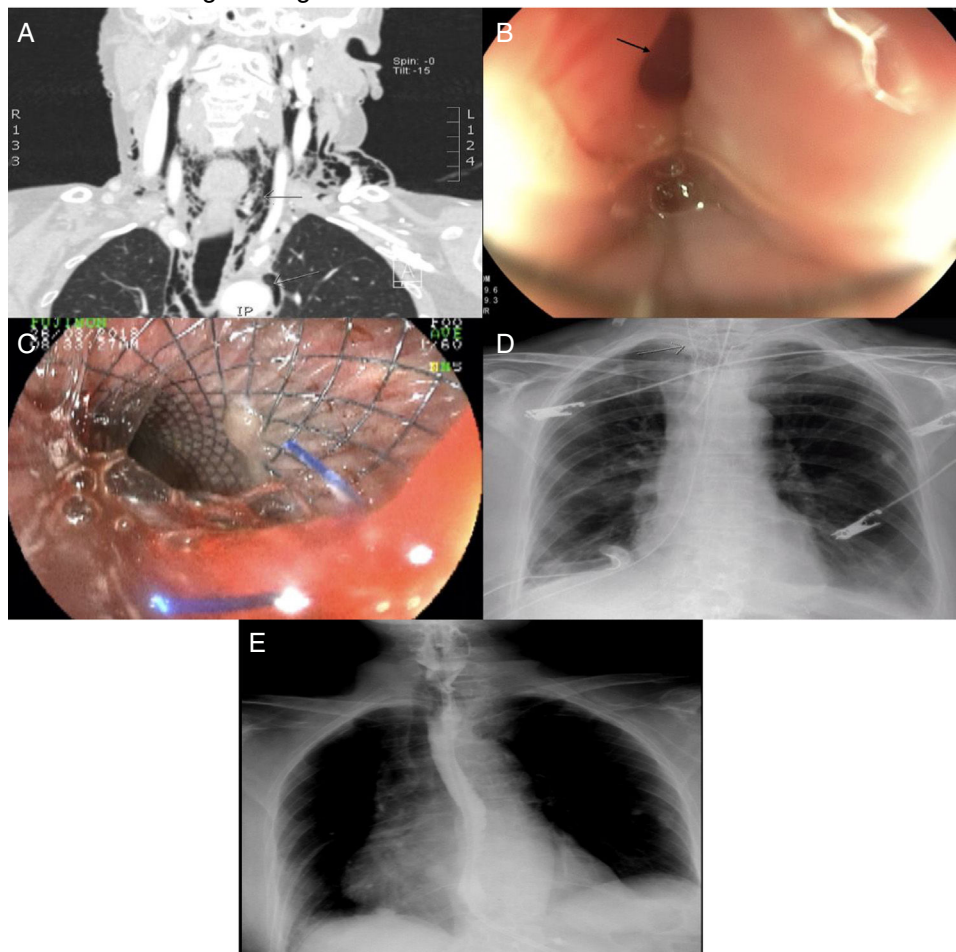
A) TAC de cuello contrastado: flechas grises donde hay evidencia de enfisema subcutáneo y neumomediastino. B) Flecha negra donde se evidencia endoscópica de orificio en región faringoesofágica. C) Visión endoscópica de *stent* metálico en región faringoesofágica. D) Flecha gris que muestra imagen radiológica del *stent* en región cervicotorácica. E) Esofagograma: normal, sin evidencia de extravasación del contraste.
